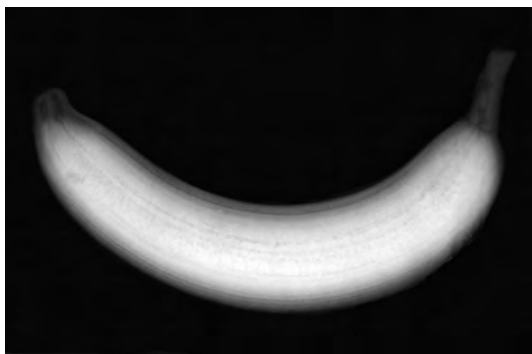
Röntgenaufnahme einer Banane. Diese hat im Gegensatz zum menschlichen oder tierischen Organismus eine (fast) einheitliche Binnenstruktur und erscheint auf dem Röntgenbild homogen.
